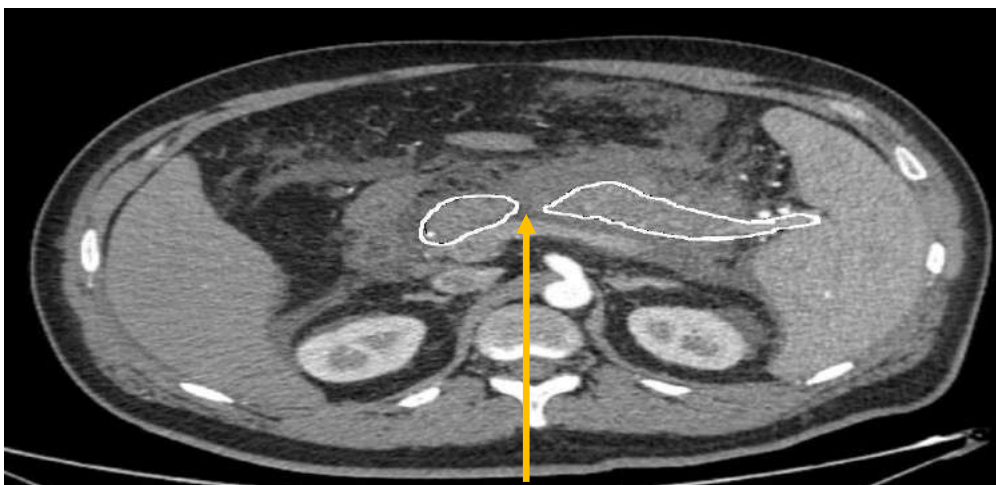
КТ ОБП с внутривенным контрастированием. Белой границей обведена поджелудочная железа. Оранжевой стрелкой указана зона некроза перешейка поджелудочной железы.
